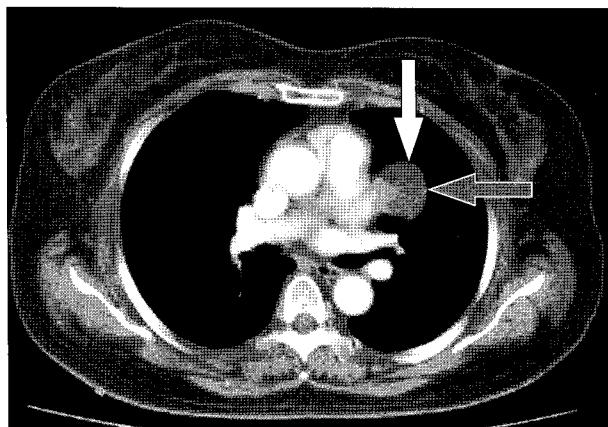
Preoperative chest CT. It shows a middle mediastinal mass, being suspected to be a pericardial cyst (white arrow). The left phrenic nerve is displaced due to the mediastinal mass (grey arrow).
